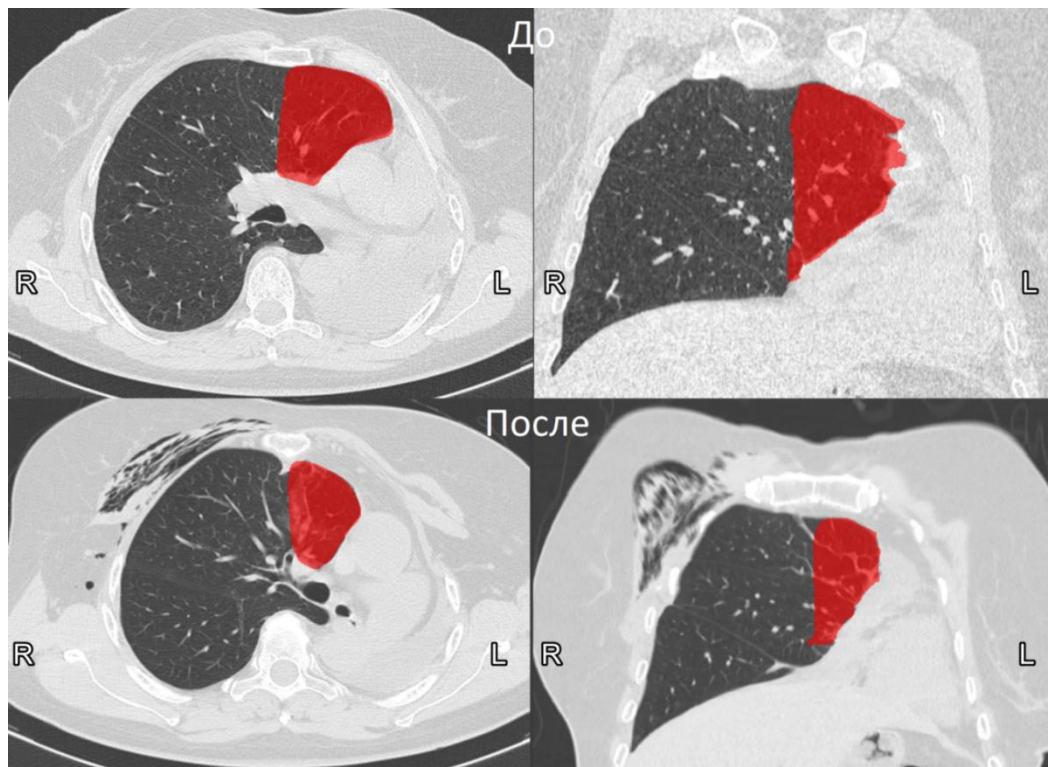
Измерение объема (V_{cm^3}) на КТ ОГК до и через 3 месяца после пластики переднего средостения у пациентки Ф.
